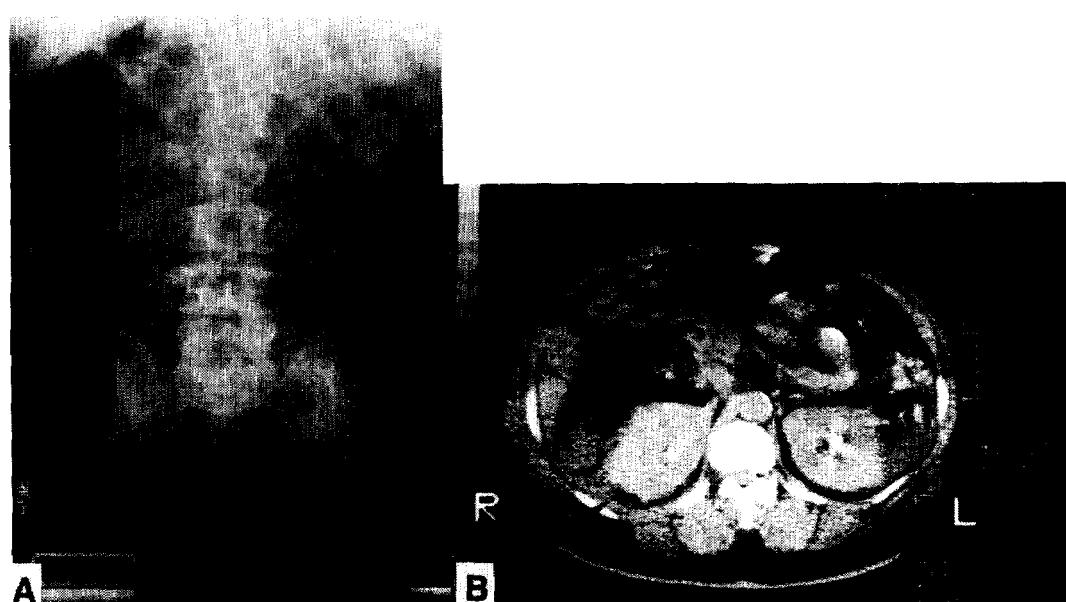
A. KUB reveals multiple, mottled gas densities on right renal area and huge crensentic gas shadow along the lateral margin of right kidney(arrowhead). B. Abdominal CT scan reveals huge air-fluid level and mottled gas shadows on right perirenal and pararenal space(arrowheads).
